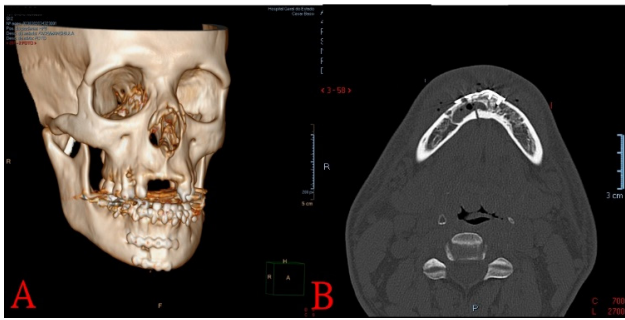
Exame de imagem do pós-operatório por Tomografia Computadorizada de face. A - Reconstrução 3D; B - Corte axial.
